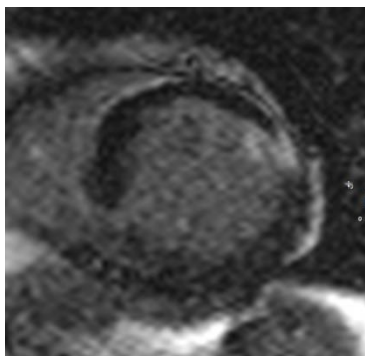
Obstrucción microvascular, en un paciente con Infarto del miocardio a las 9hrs del inicio de los síntomas. Cortesía de: Dra Gabriela Meléndez, servicio Resonancia Magnética del Instituto Nacional de Cardiología "Ignacio Chávez"
